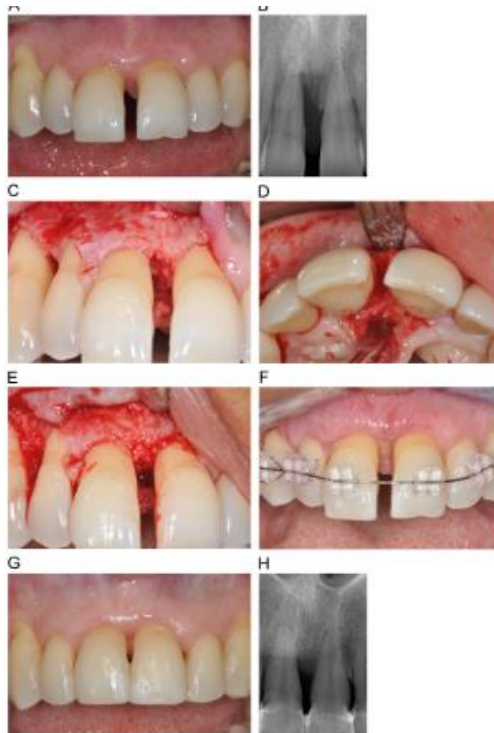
Procedimientos Regenerativos. Paciente femenina de 58 años con periodontitis crónica: (A) migración patológica de los incisivos centrales superiores; (B) la radiografía periapical presenta un defecto de infraóseo en la cara mesial del incisivo central derecho; (C) vista intraquirúrgica del defecto estrecho profundo en el aspecto mesial del incisivo central derecho; (D) vista oclusal del defecto periodontal después del desbridamiento y la planificación de la raíz; (E) el defecto se llenó con una mezcla de mineral de hueso bovino con biomaterial de colágeno al 10%; (F) 2 semanas después de la cirugía periodontal, se inició la terapia de ortodoncia; (G) evaluación final al final del tratamiento de ortodoncia: el reposicionamiento dental se logró en un periodonto sano; y (H) la radiografía periapical final muestra el relleno óseo radiográfico del defecto óseo(27)
